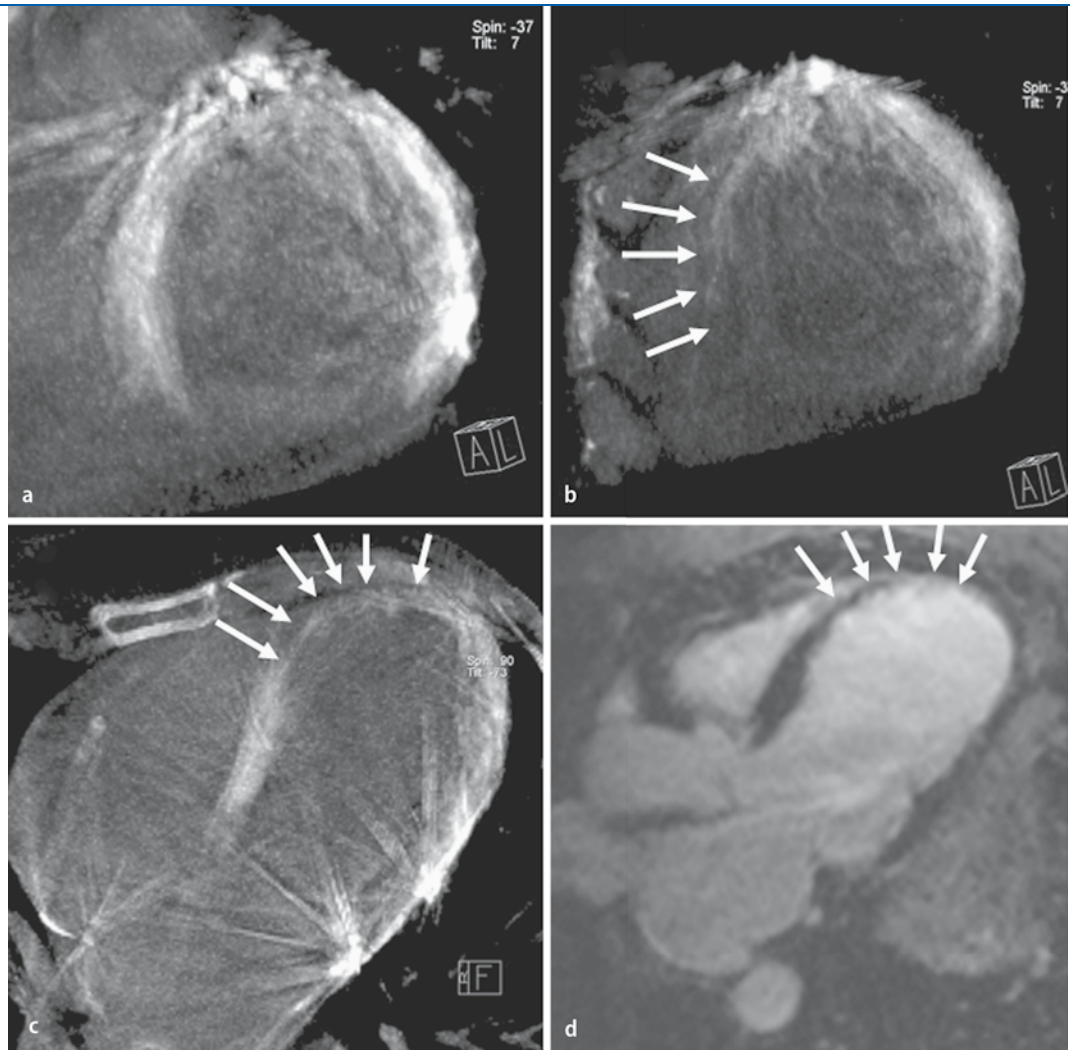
▶ Basaler (a) und apikaler (b) Kurzachsen- sowie Langachsenschnitt (c) durch den linken Ventrikel in einem CACT-Datensatz. Die Injektion des Kontrastmittels erfolgte mittels Koronarkatheter in die linke Koronararterie. Es zeigt sich eine deutliche Hypoperfusion im Bereich des apikalen Septums und des Apex (Pfeile). Die kardiale MRT (d) zeigt in der T1-gewichteten Kontrastverstärkten Sequenz im korrespondierenden Bereich eine deutliche Kontrastmittelspeicherung („late enhancement“) als Nachweis von Narbengewebe
